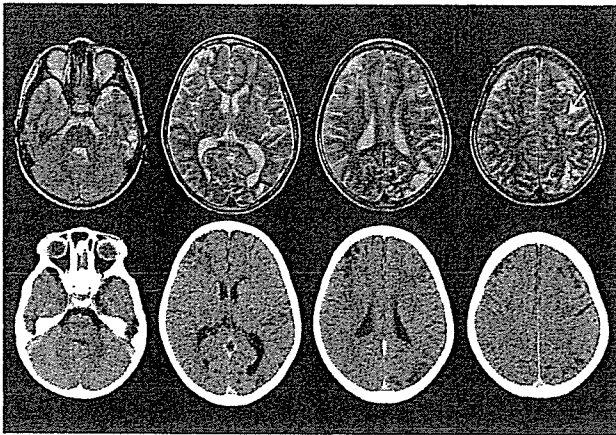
Preoperative plain MRI and CT
